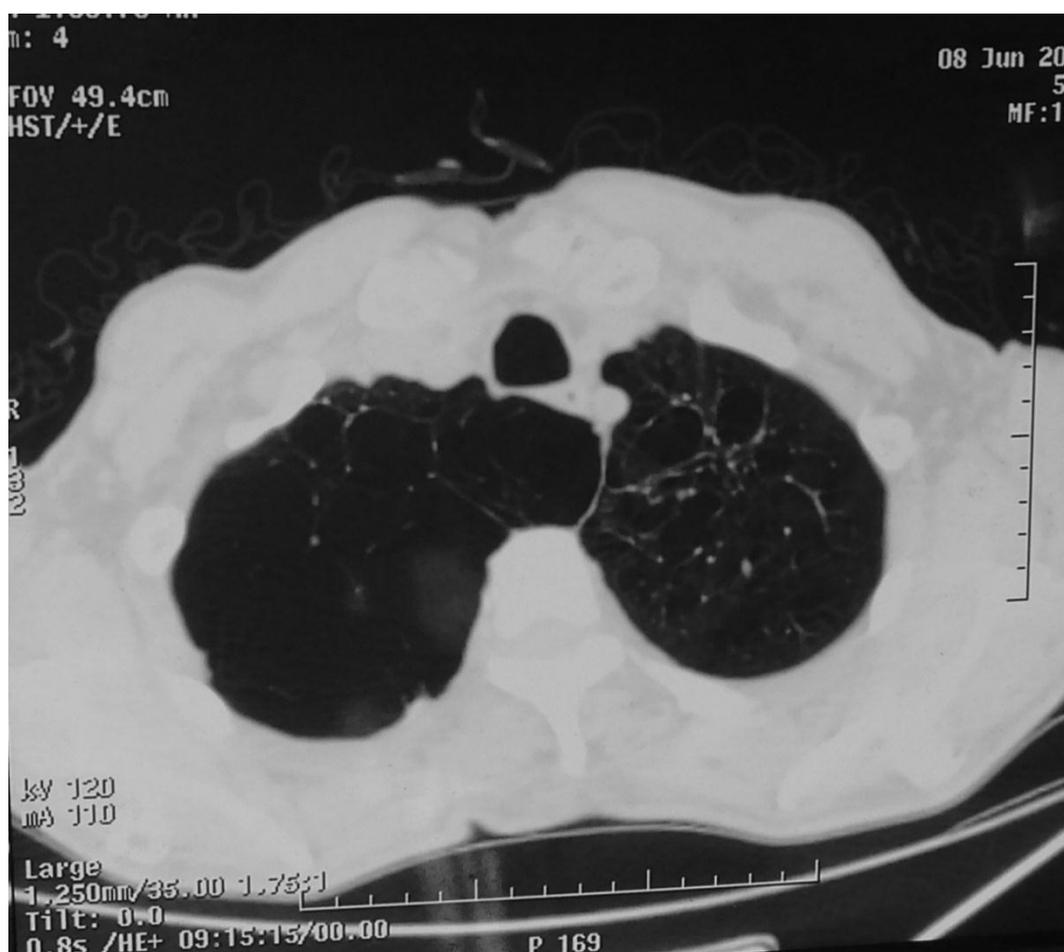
TDM thoracique du patient objectivant des bulles d'emphysème au niveau des lobes supérieurs plus marquées à droite.
